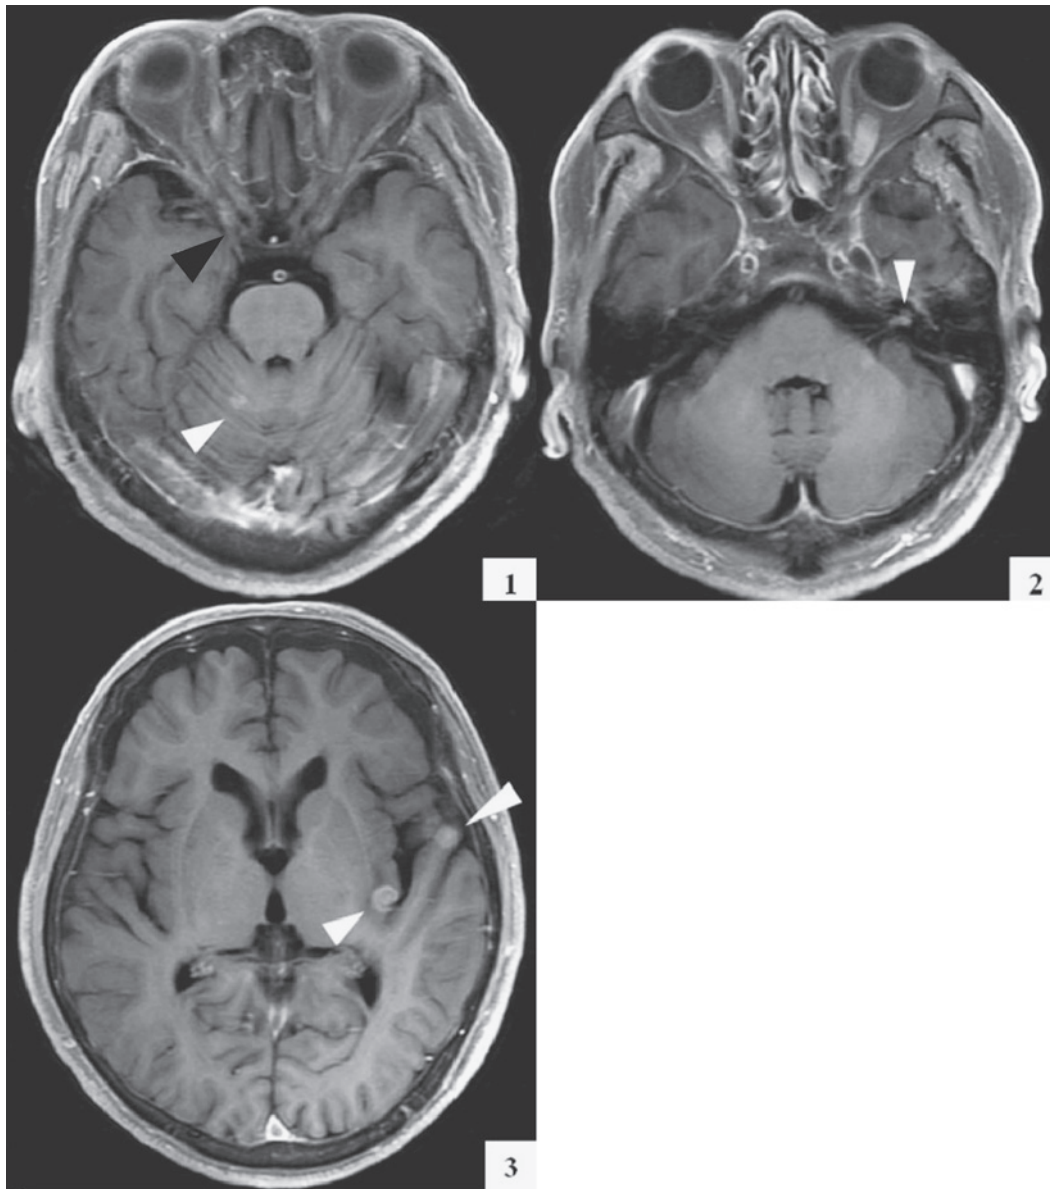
Gadolinium-enhanced magnetic resonance image (MRI) of the brain. 1. MRI shows a lesion in the right cerebellum (white arrowhead) and contrasting effect of the right oculomotor nerve (black arrowhead). 2. MRI shows a lesion enhanced in the right internal auditory meatus (arrowhead). 3. MRI shows metastatic ring lesions enhanced in the left temporal lobe and right frontal lobe (arrowheads).
